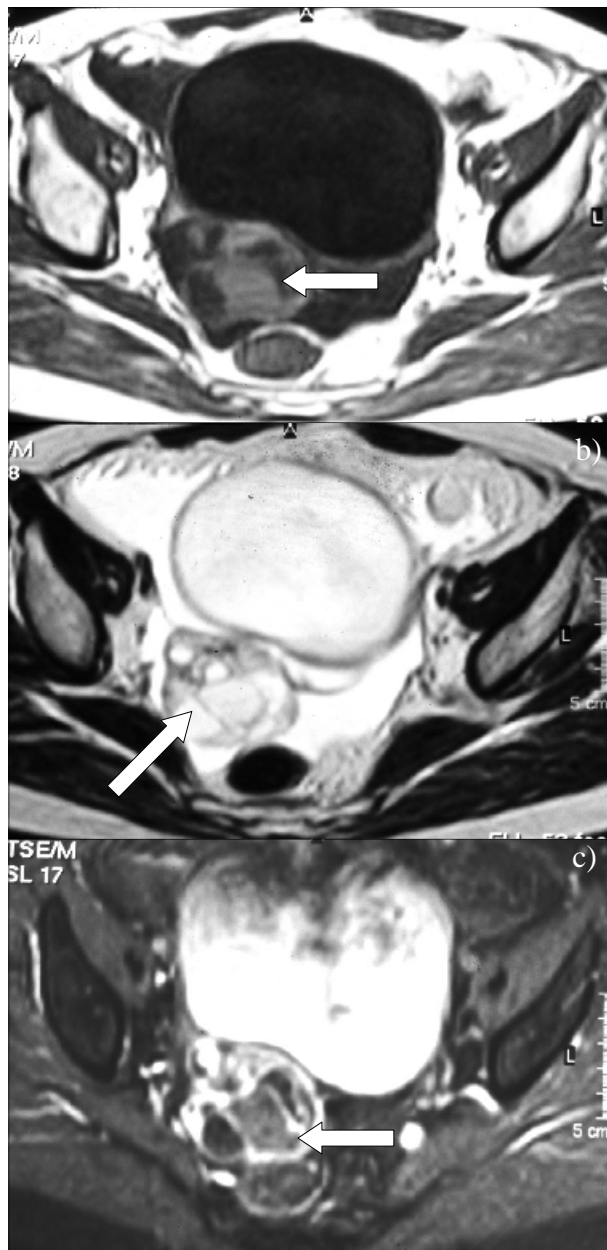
RM pélvica: struma ovarii do ovário direito (seta). Presença de ascite. a) Ponderação em T1: as áreas quísticas são hipointensas. b) Ponderação em T2: as áreas quísticas são hiperintensas. c) ponderação em T1 com saturação de gordura e após administração de gadolínio: existe realce da parede, dos septos e áreas sólidas do tumor.
